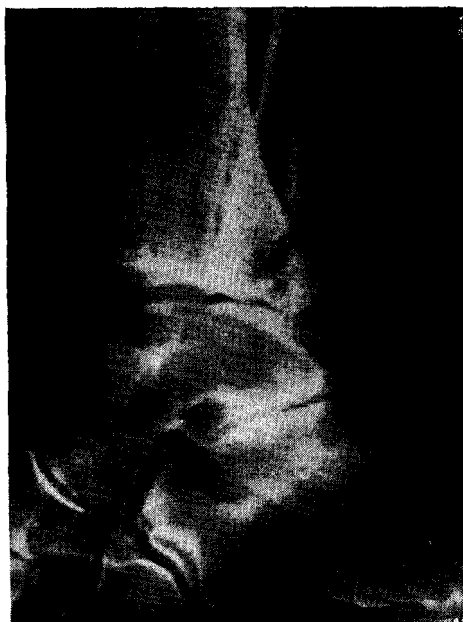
Перелом обеих лодыжек и заднего края большеберцовой кости со смещением стопы кзади. Рентгенограмма.
